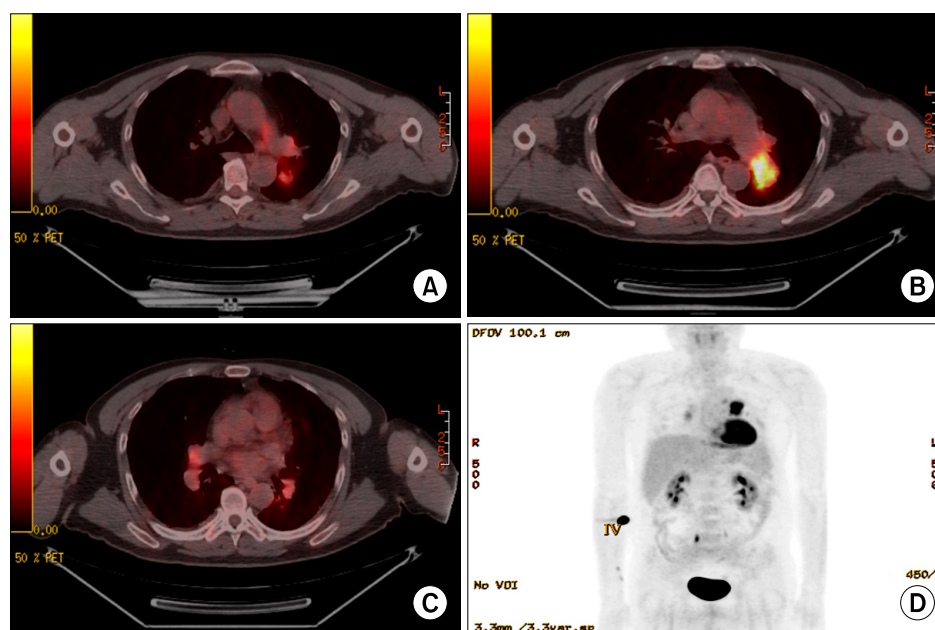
(A~C) Axial fusion images of FDG-PET/CT showed multifocal strong FDG uptake, corresponding to the filling defects on CT scan. (D) Maximum intensity projection image of FDG-PET scan showed increased uptake of FDG in the left pulmonary hilar lesion. FDG: fluorodeoxyglucose positron; PET: emission tomography; CT: computed tomography.
